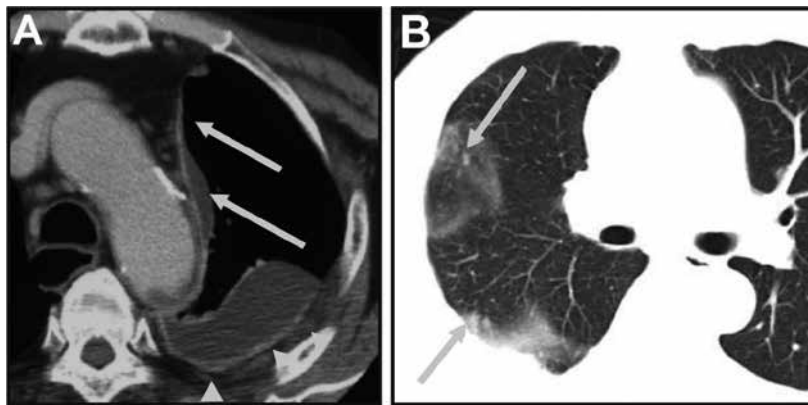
A representative axial CT scan showing mediastinal pleural thickening and interlobar fissural pleural thickening of patients in eMPM group. (A) Male, 75 years old, with a 33-year history of asbestos exposure, showing unilateral mediastinal pleural thickening. (B) Posterior pleural thickening in the same patient. Mediastinal pleural thickening (arrows) and basal pleural thickening (arrow heads).
